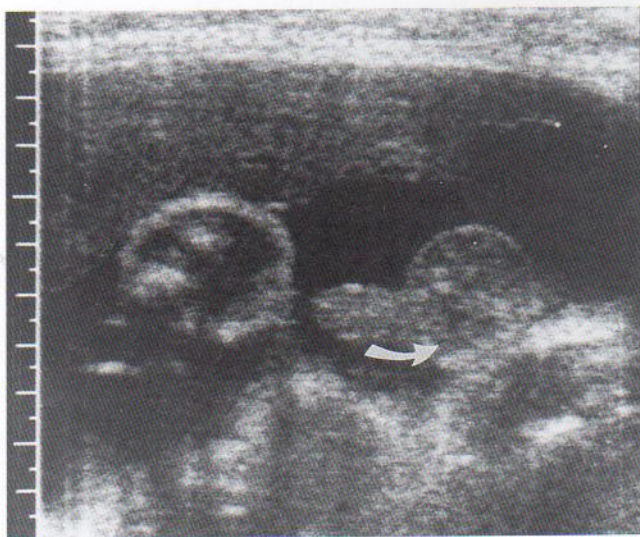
Ecografía de un feto masculino de 22 semanas que muestra genitales externos normales. Obsérvense el pene y el escroto. *Flecha curvada*, testículos. (Cortesía del Dr. C. R. Harman, Department of Obstetrics, Gynecology and Reproductive Sciences, Women's Hospital and University of Manitoba, Winnipeg, Manitoba, Canadá.)
